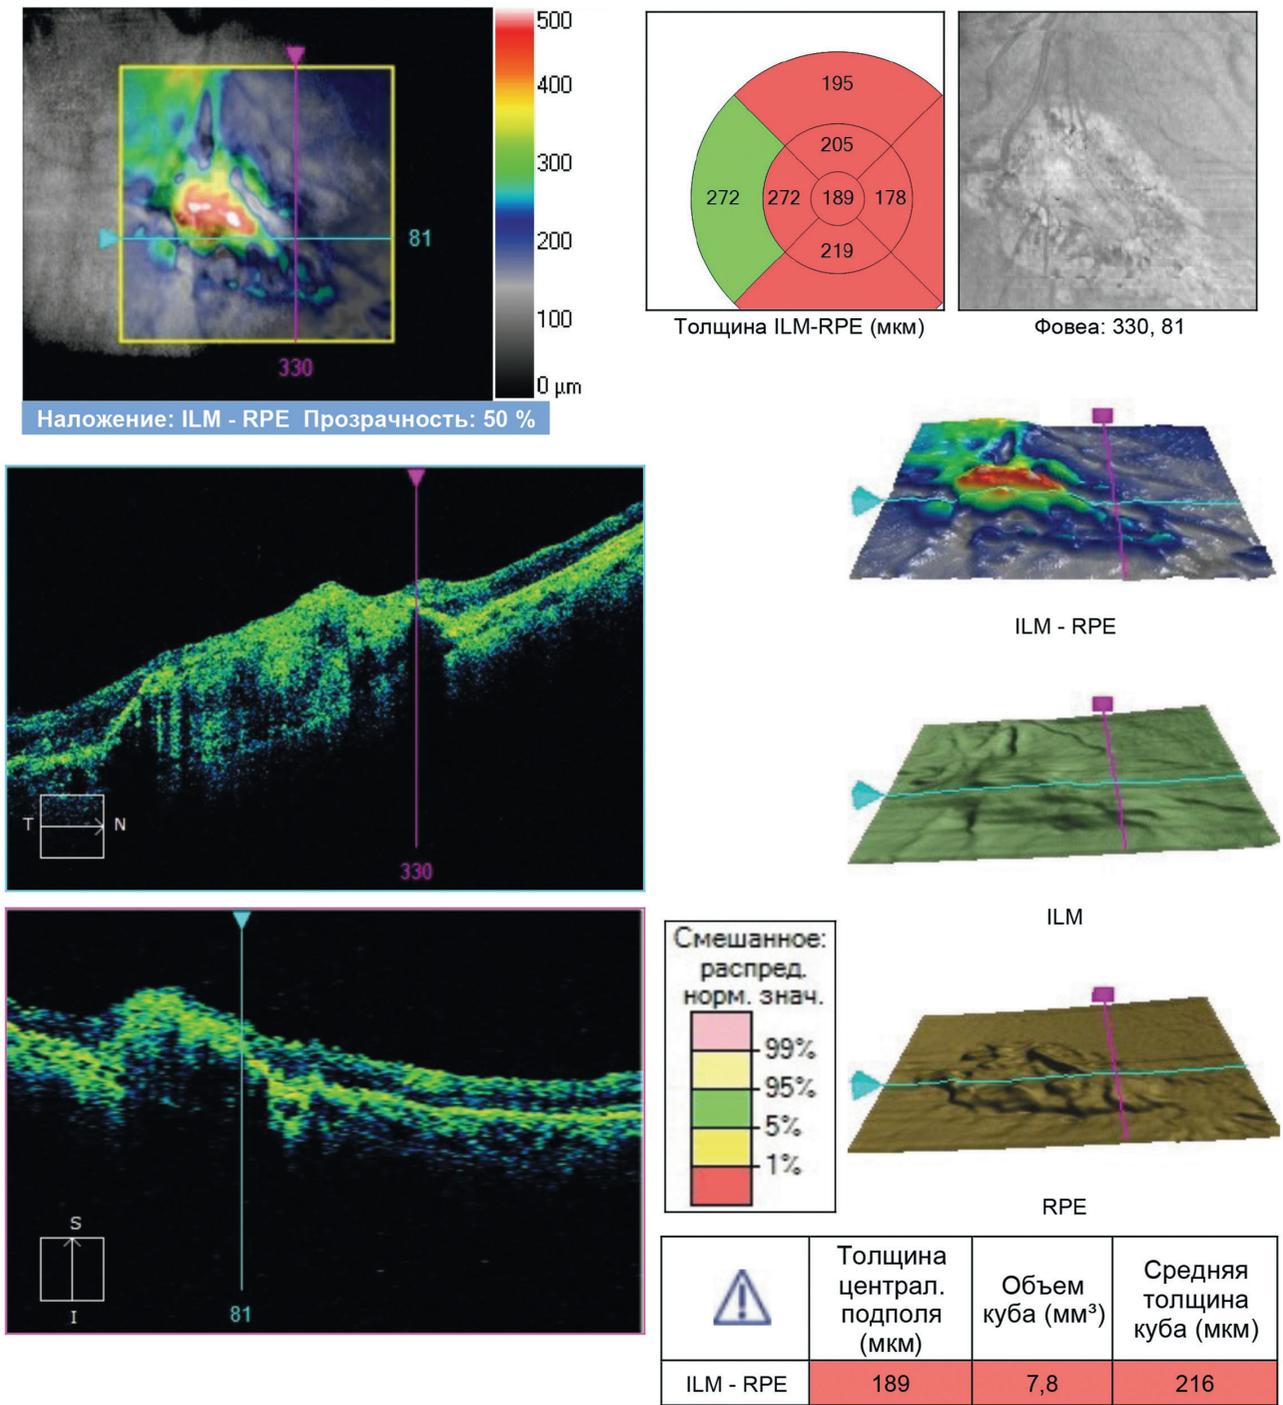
Данные оптической когерентной томографии пациентки с очаговым хориоретинитом туберкулезной этиологии. Атрофия нейрорепителителя над хориоидальным очагом. Дезорганизация и усиление пигментного эпителия в зоне очага. Отека нет. Признаки неоваскулярной мембраны
